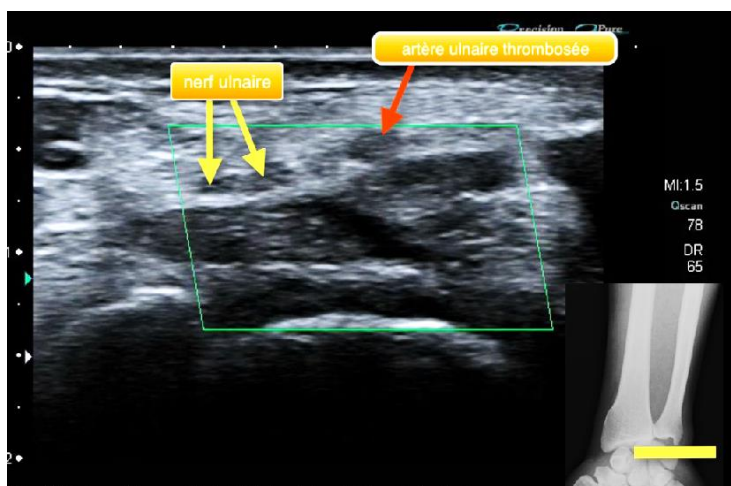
Image échographique du poignet droit, coupe axiale montrant une thrombose au niveau artère ulnaire. (Hôpital militaire d'Ain Naadja 2016)
